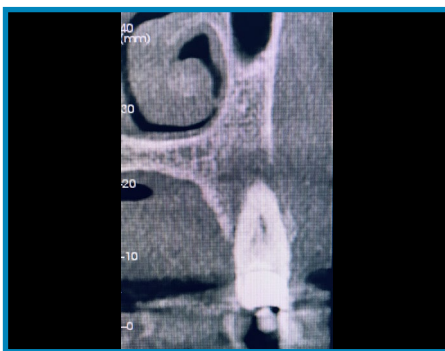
CBCT- Sezione sagittale obliqua che evidenzia l'entità della lesione ossea, causata dal 25 a carico della corticale vestibolare.
